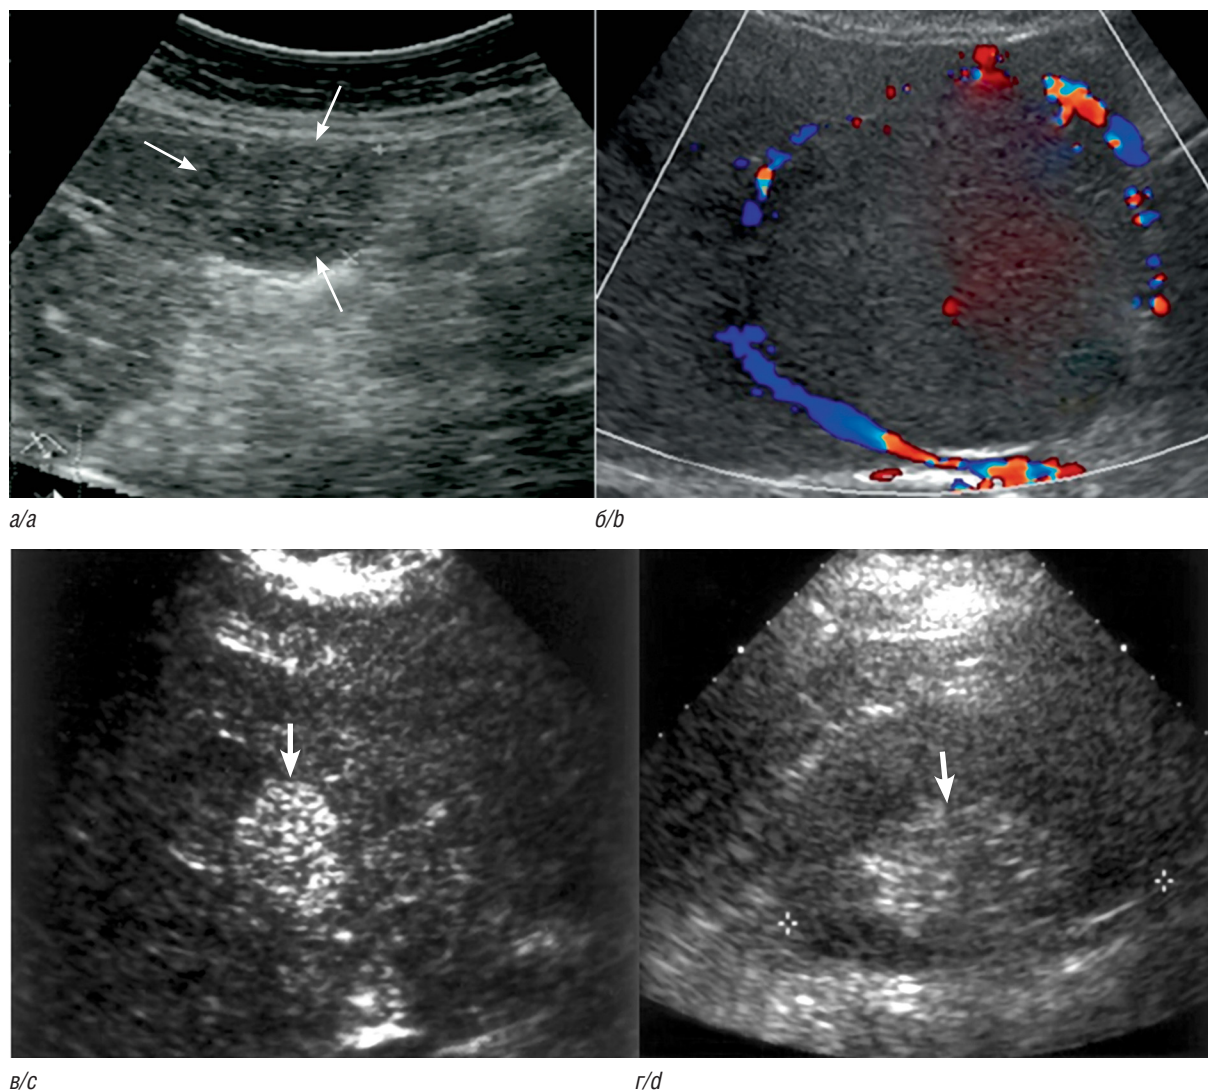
Ультразвуковое исследование гепатоцеллюлярной аденомы: *a* — В-режим, гипозоногенное четко очерченное поражение (стрелка) в правой доле печени; *б* — режим цветового доплеровского картирования, кровотоков по периферии, ограничивающий гипозоногенную аденому печени; *в* — сагиттальное ультразвуковое исследование печени показывает четко очерченное, однородное, гиперэхогенное образование в правой доле (стрелка); *г* — поперечное ультразвуковое исследование печени, гипозоногенное образование (курсоры) с гиперэхогенным центром (стрелка) из-за недавнего кровотечения (Источник: radiographics.21.4.g01jl04877)
